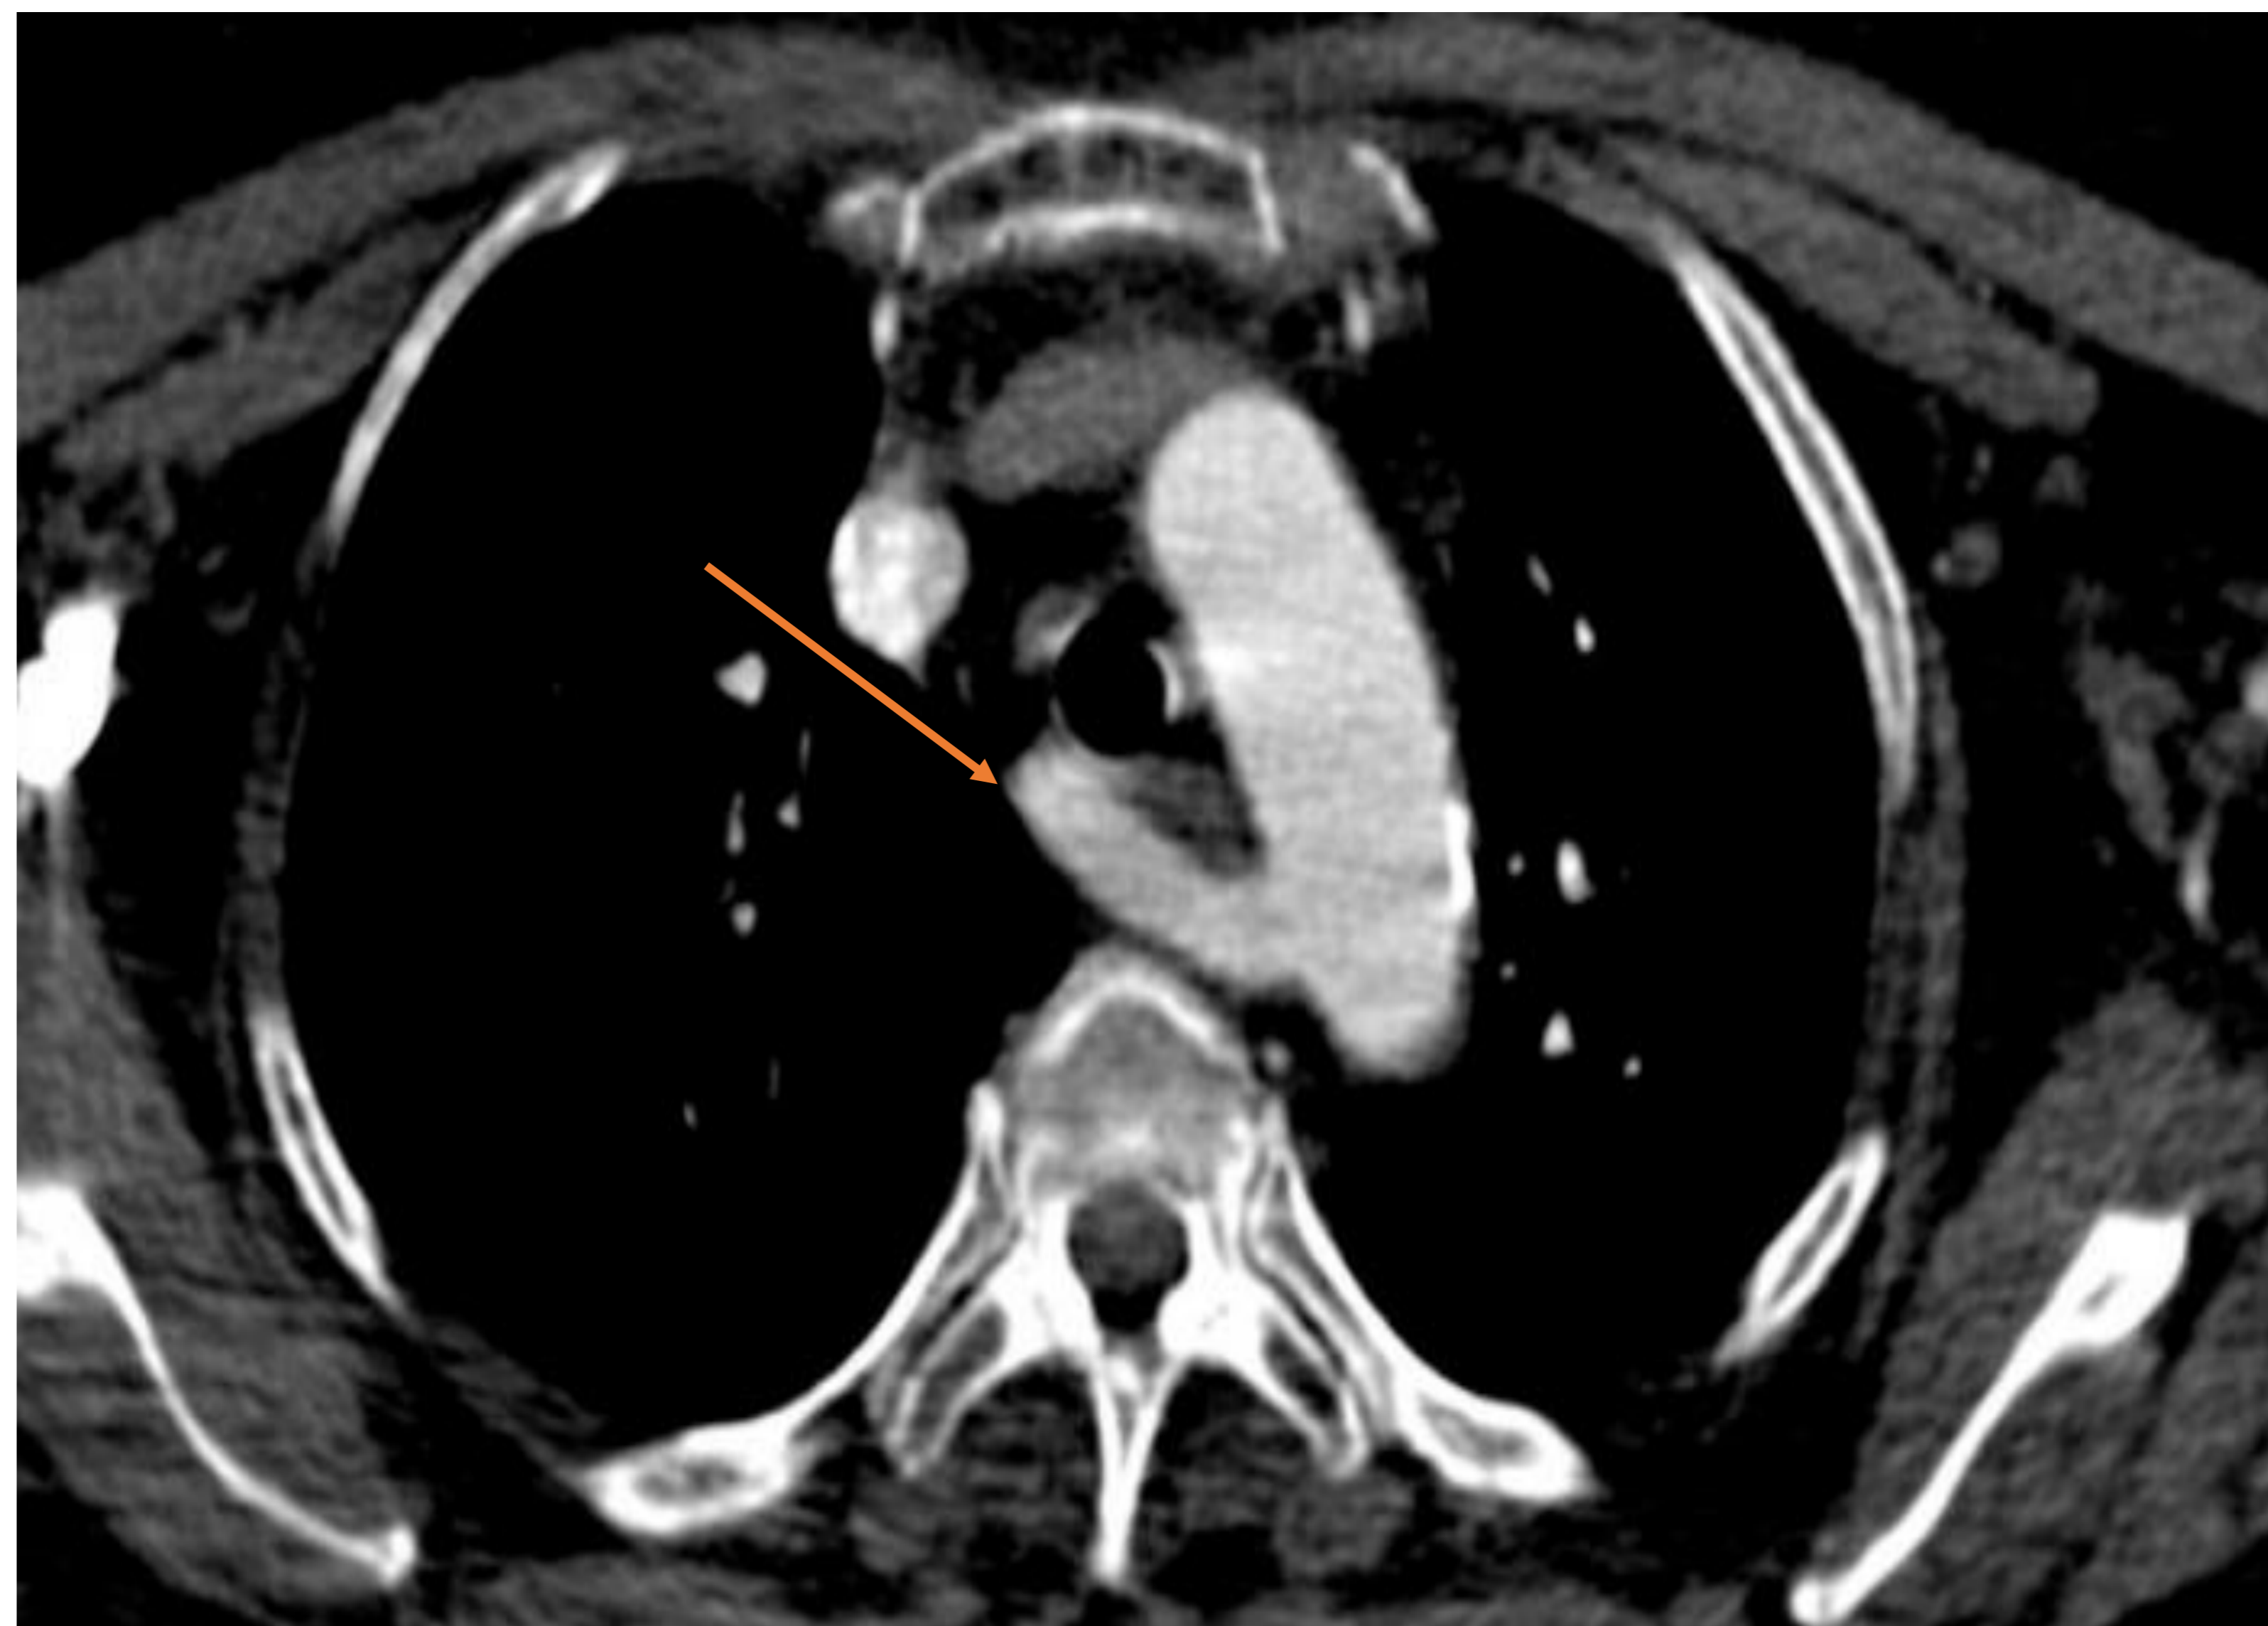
TC tórax con CIV. Arteria subclavia derecha aberrante. Estructura de morfología tubular de alta atenuación similar al resto de los vasos en la fase arterial que sale del arco aórtico y discurre en sentido caudocraneal y posteroanterior con recorrido retrotraqueal y retroesofágico.
